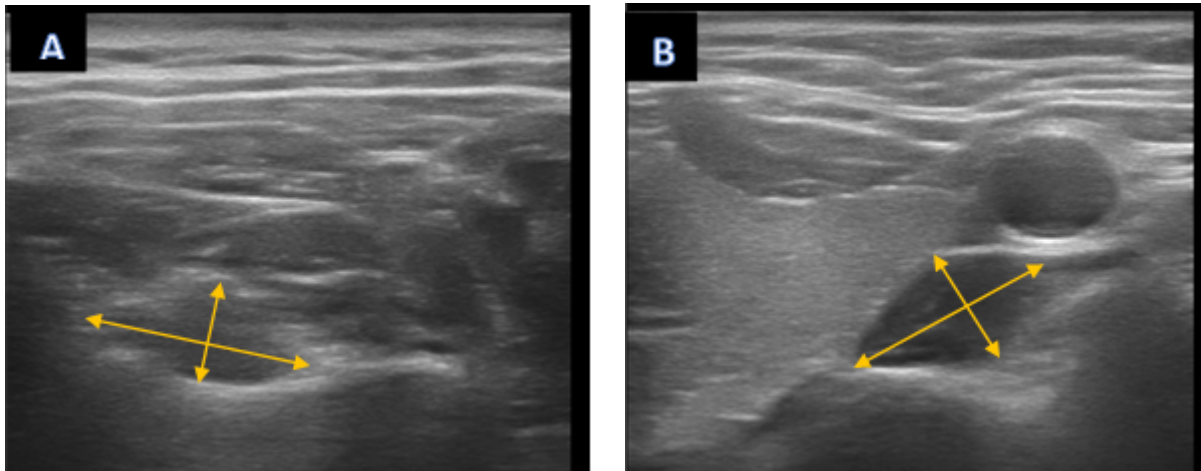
Ultrasound images of deep neck muscles in healthy adults
